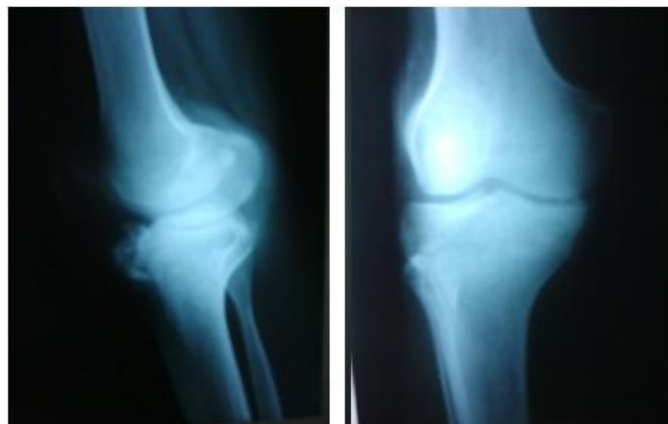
Radiografía de rodilla derecha vista antero-posterior y lateral
